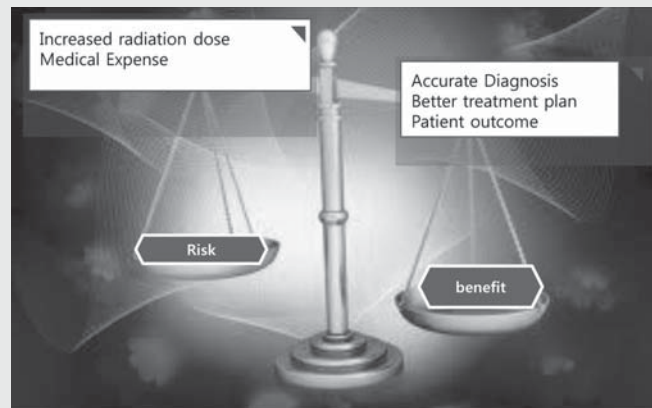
Risk-benefit concept during radiographic prescription
